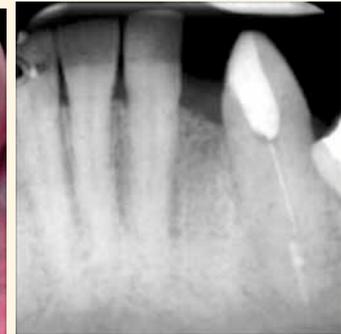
Radiografía a los 34 meses.
